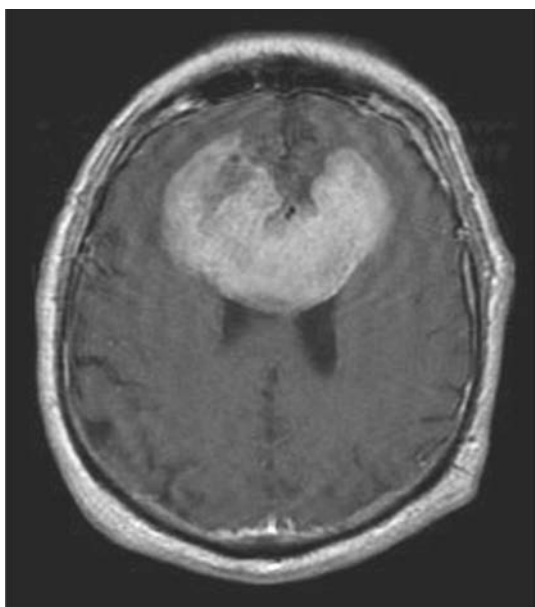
钆类造影剂 T<sub>1</sub> MRI 显示出一个大的双侧原发性中枢神经系统淋巴瘤(PCNSL) 脑室周围的位置和弥漫性增强模式是淋巴瘤的特征
